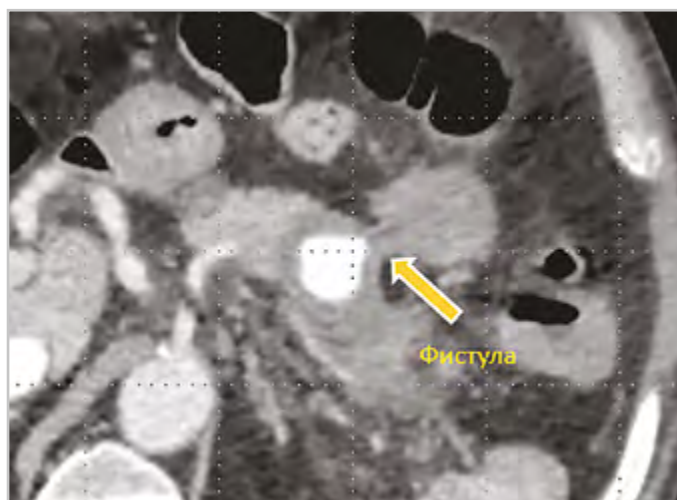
Фрагменты компьютерной томограммы брюшной полости пациента Н., 65 лет (поздняя артериальная фаза), продемонстрирована фистула между ложной АСА и тощей кишкой (стрелка)
